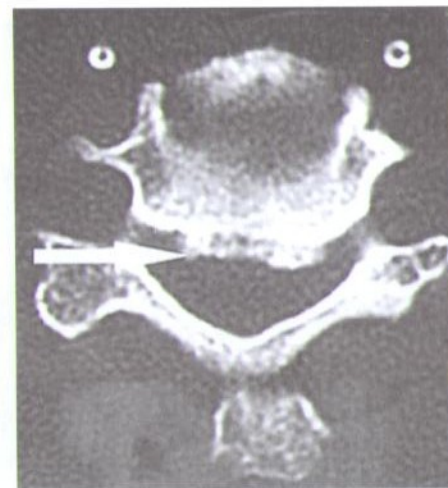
КТ шейного отдела позвоночника больного с клинкой стеноза позвоночного канала на шейном уровне. На снимке видны признаки выраженного спондилоартроза, стрелкой показана оссификация задней продольной связки.
